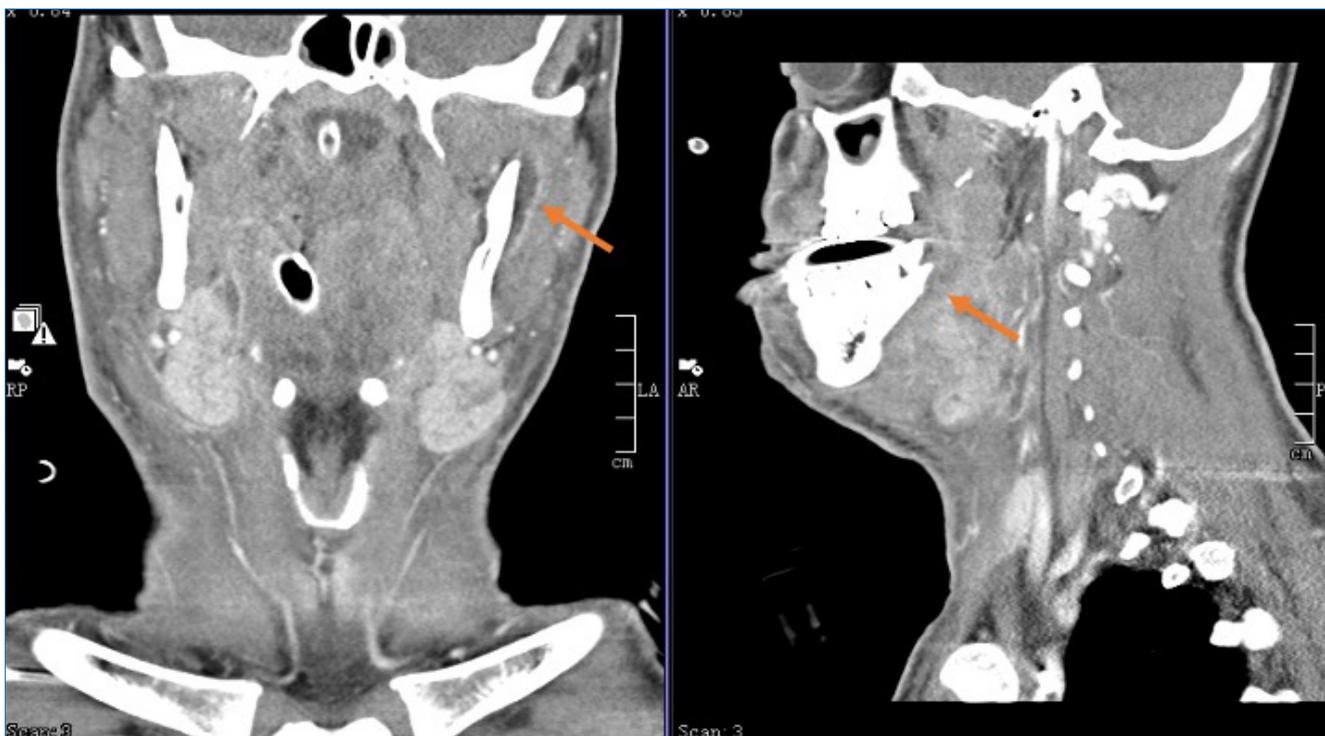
TC-Cervical de controle aos 13 dias: Locas abcedadas têm menores dimensões, os planos de clivagem entre as diferentes estruturas envolvidas estão mais bem definidos, com menos edema adjacente.
